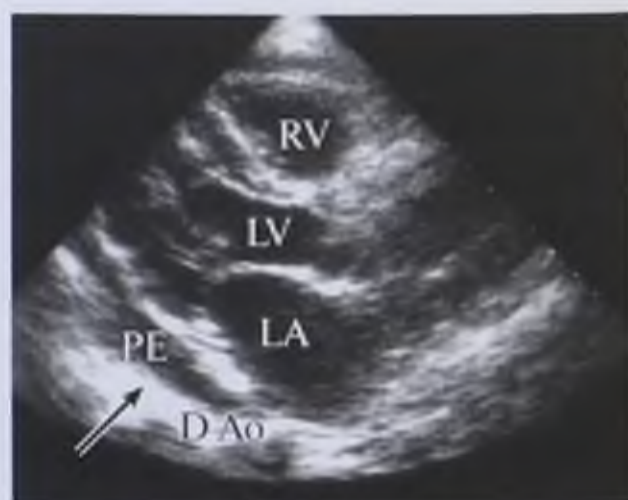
Эхокардиограмма. Экссудативный перикардит (стрелка): RV — правый желудочек; LV — левый желудочек; PE — выпот в полости перикарда; LA — левое предсердие; DAo — нисходящая аорта
